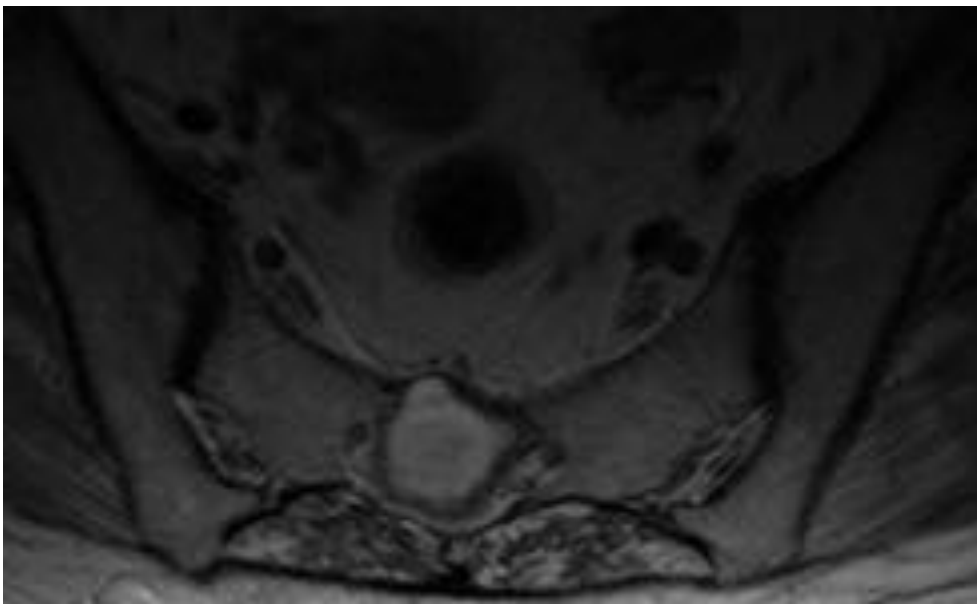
Caso clínico 5. Paciente de 75 años con discitis de L4-L5 por E.Coli tratada con antibióticos. RM axial T2 en donde se aprecia a nivel de S2 lesión esférica hiperintensa secundaria a quiste perirradicular abscesificado.
